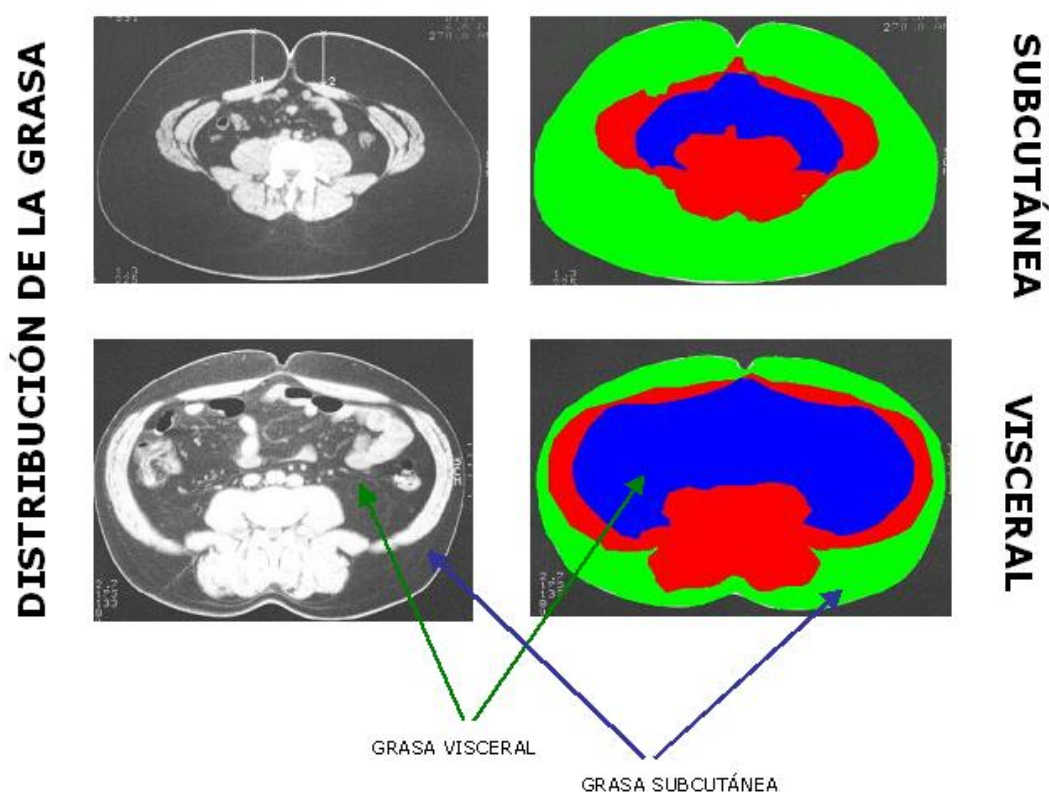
Tomografía computarizada y determinación de grasa abdominal.
